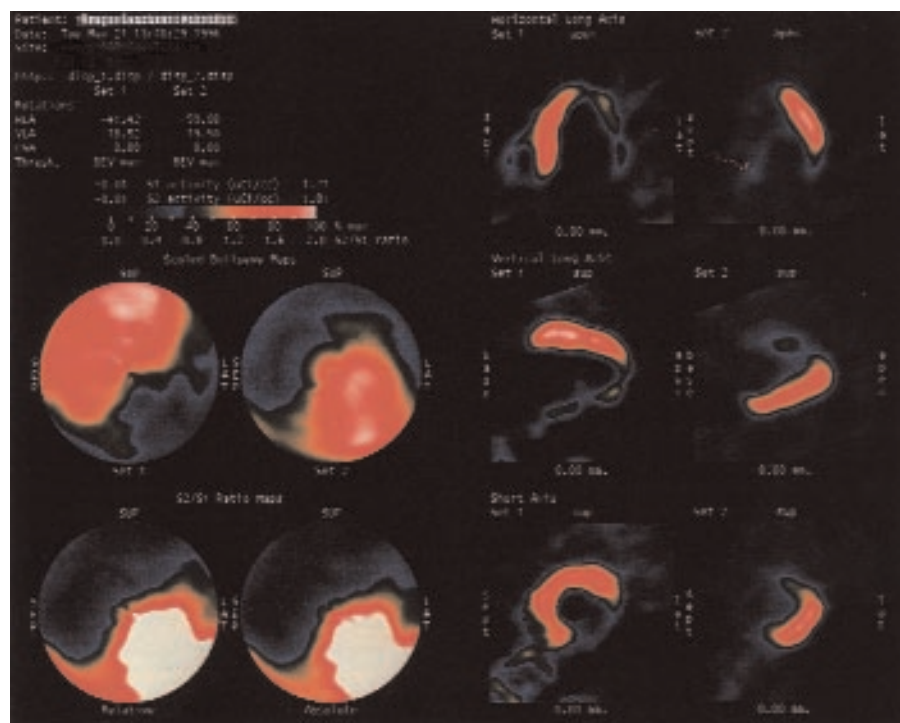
Tomografía por emisión de positrones (PET). Imagen de mapas polares de flujo y metabolismo (izquierda), con cortes en eje largo horizontal (arriba derecha), eje largo vertical (medio) y eje corto (abajo derecha) de un paciente con patrón *mismatch* o desajuste entre el flujo y el metabolismo. Patrón de hibernación miocárdica o *mismatch*: captación de FDG (*) por lo tanto presencia de actividad metabólica en zonas que no hay flujo coronario, ausencia de captación del ^{13}N -amonio (↔).
